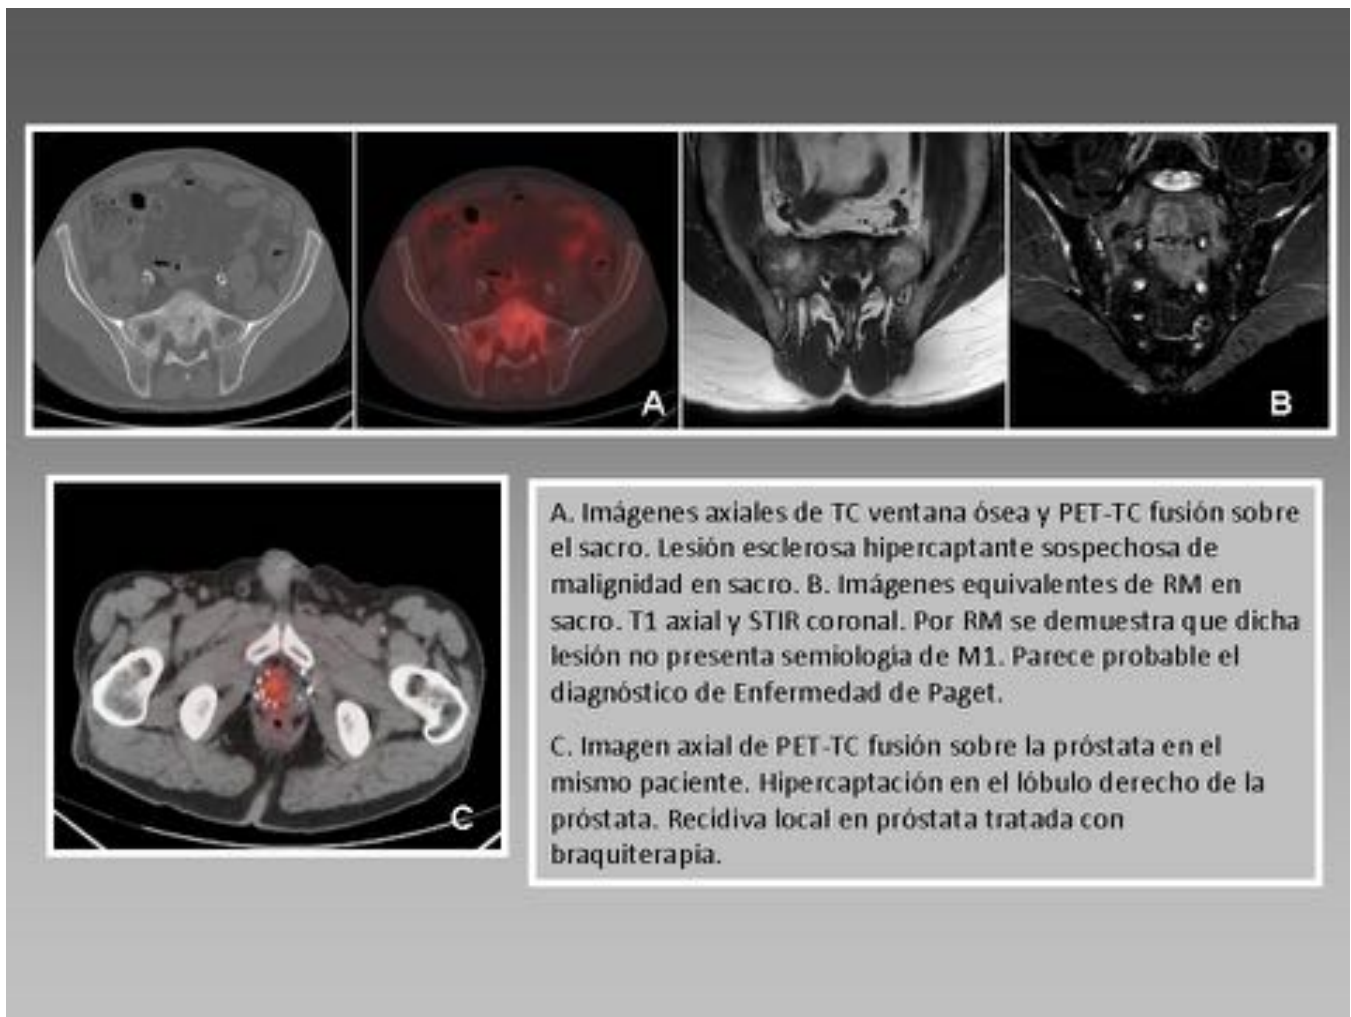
Recidiva local. Paciente con neoplasia de bajo riesgo tratado con braquiterapia a los 54 años. Aumento progresivo del PSA con recidiva bioquímica. Se realiza PET-TC colina cuando el PSA es de 9 ng/mL donde se objetiva recidiva local prostática y lesión dudosa en sacro. Se amplía estudio con RM sacra donde se descarta malignidad de la lesión.
